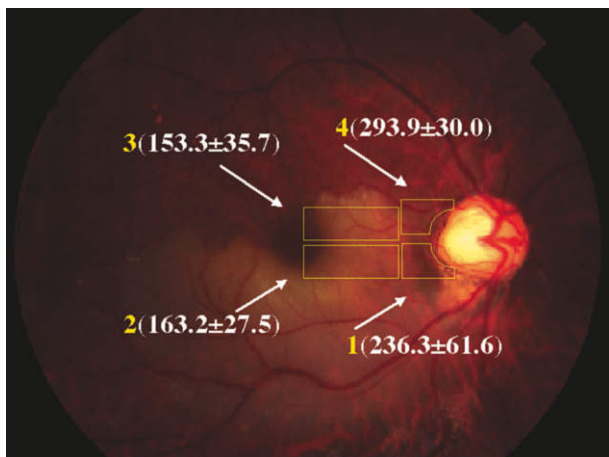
Scanning laser Doppler flowmeter (SLDF) の測定部位および測定値 (症例 2)。
